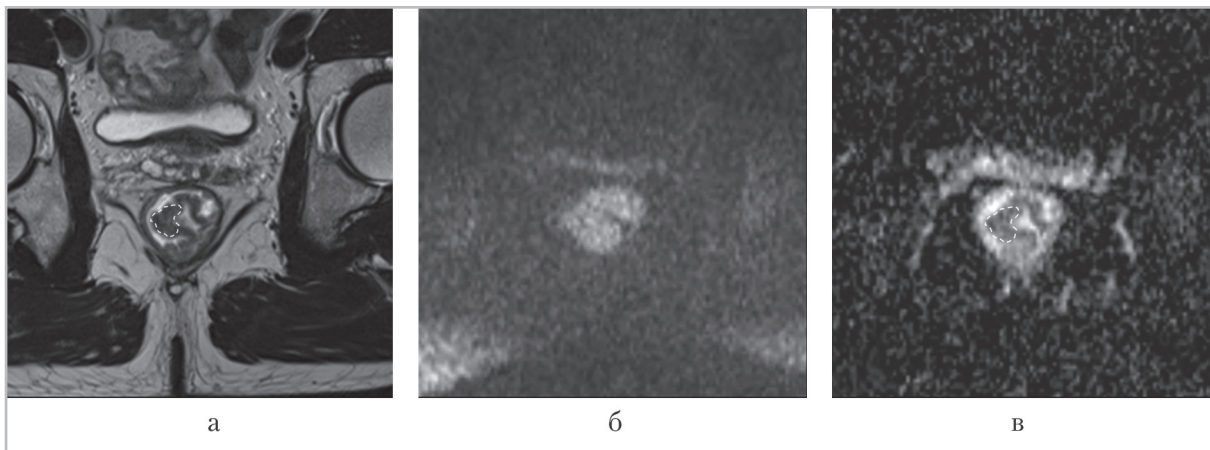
МР-томограммы доброкачественного новообразования (виллодулярной аденомы) прямой кишки. Т2-ВИ по короткой оси (а), ДВИ по короткой оси (б), ИКД по короткой оси (в), значение ИКД — $0,98 \times 10^{-3} \text{ мм}^2/\text{с}$; пунктиром отображены ROI, в пределах которых измерялся ИКД
